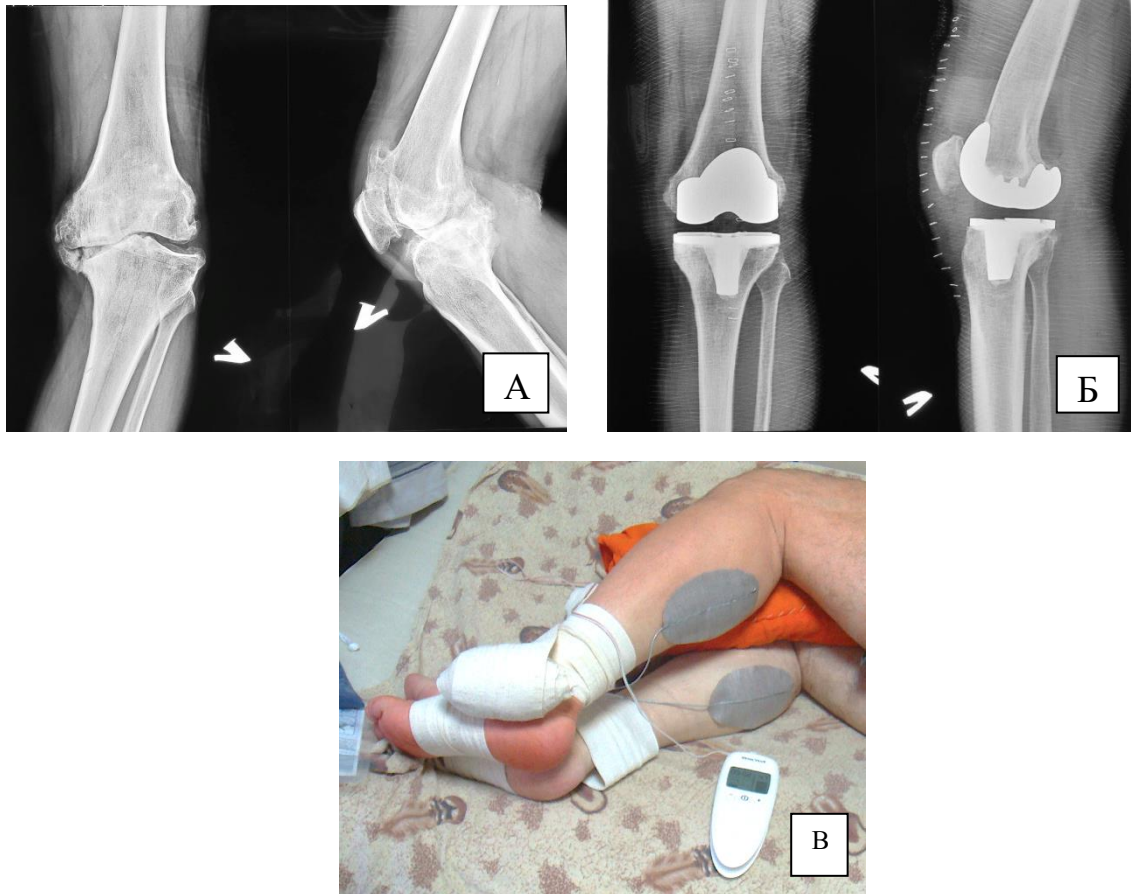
А) пример наложения электродов при проведении ЭНС пациенту М. 64 лет; Б) рентгенограммы пациента в двух проекциях до оперативного вмешательства; В - после эндопротезирования.
